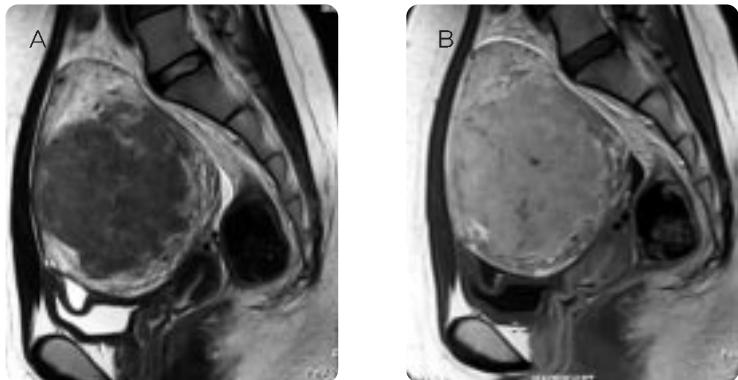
Preprocedural MRI on T2-weighted sagittal image intramural type myoma is demonstrated in uterine fundus and body.
